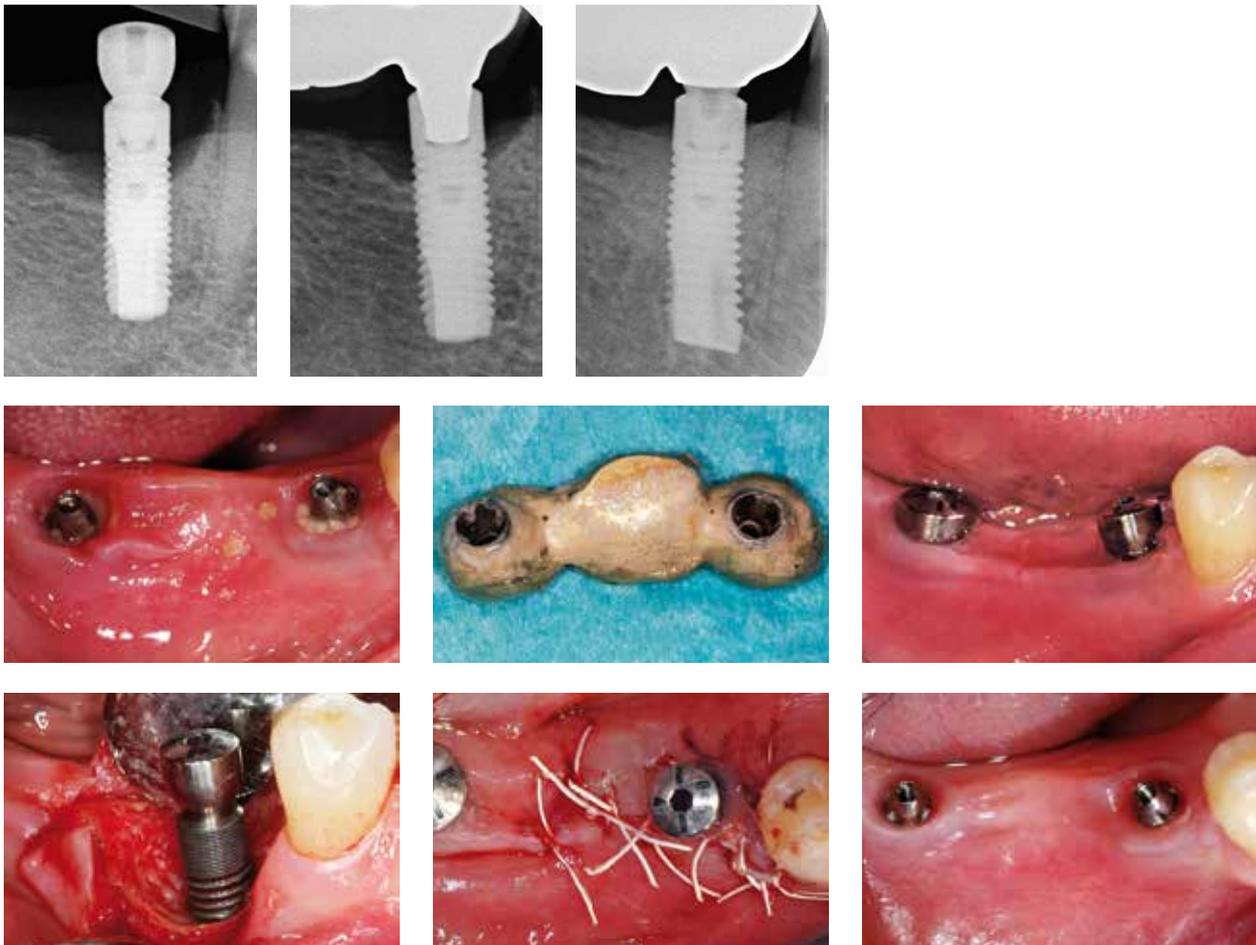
Fallbericht 2 – Regenerative Periimplantitistherapie an einem Implantat Regio 45; Abb. 5a: Röntgenbefund vor Therapie; Abb. 5b: Röntgenbefund 1 Jahr nach Therapie; Abb. 5c: Röntgenbefund 3 Jahre nach Therapie; Abb. 5d: Klinische Situation nach Abnahme der Brücke; Abb. 5e: Ansicht der Brücke von basal mit ausgereiftem Biofilm; Abb. 5f: Klinische Situation vor dem operativen Eingriff mit inserierten Healing Abutments; Abb. 5g: Intraoperatives Foto – Darstellung des knöchernen Defektes (dreiwandiger Defekt) nach Dekontamination der Implantatoberfläche; Abb. 5h: Klinische Situation nach Reposition des Mukoperiostlappens und Nahtverschluss; Abb. 5i: Klinische Situation 3 Jahre nach Therapie
